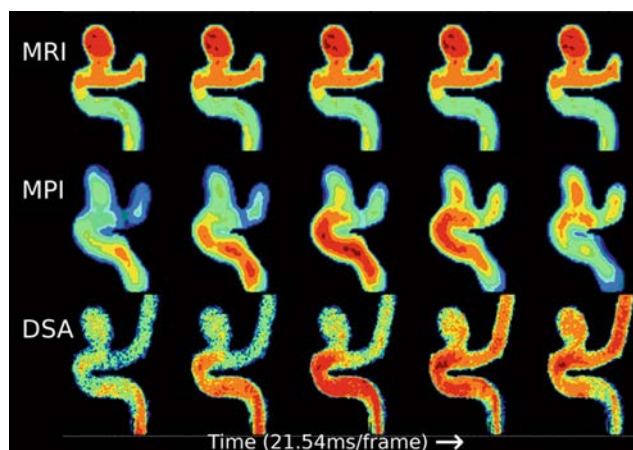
False color visualization of consecutive frames of the dynamic imaging methods (interpolated for MRI and DSA). Passing of a transient bolus modulation is only visible with MPI and DSA.
